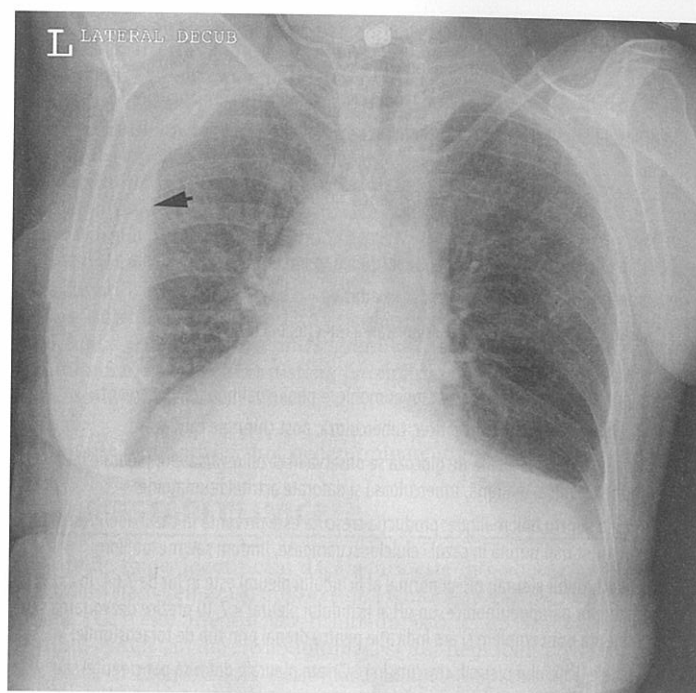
Radiografia în poziție de decubit lateral stâng evidențiază o stratificare a unei cantități mici de revărsat pleural. Săgeata arată spre stratul de lichid.
